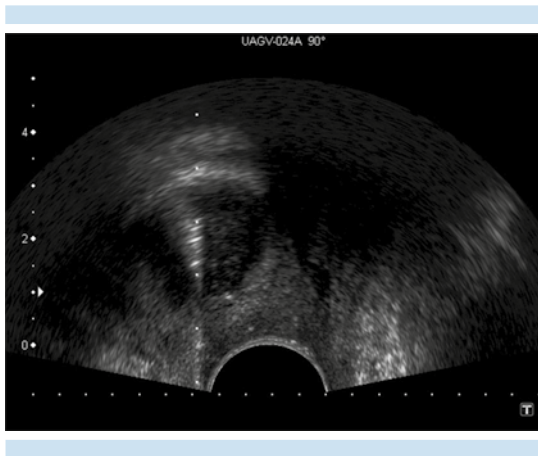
Ecografía endovaginal: aguja de biopsia en el interior de la lesión nodular de la que se obtuvieron dos cilindros para estudio anatomopatológico.
